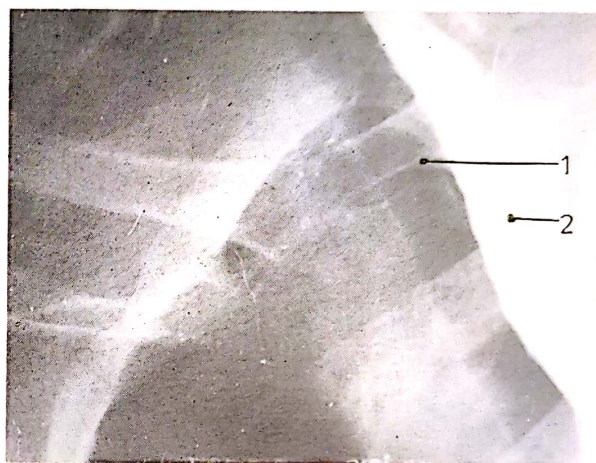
Amprente vasculare la nivelul vârfului pulmonar (tomografie): 1, amprenta condro-vasculară; 2, manubrium sterni; 3, loja timică; 4, banda retrotraheală; 5, traheea.
